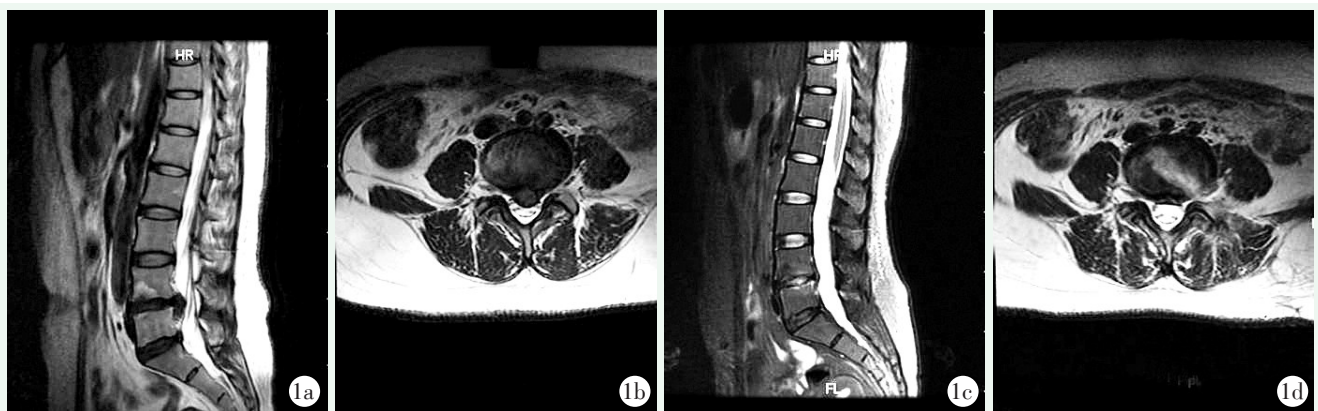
患者女性，38 岁。L_{4/5} 左侧椎间盘脱出，行 PTED 手术切除。1a, 1b: 术前 L_{4/5} 椎间盘偏左侧突出，L₅ 神经根受压；1c, 1d: 术后 MRI 显示椎间盘突出已切除，硬膜神经根减压满意。
